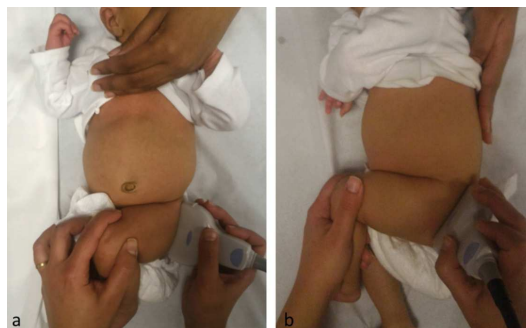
Position de la sonde d'échographie : a. Méthode de Tréguier/ Couture b. Méthode de Graf (69)
